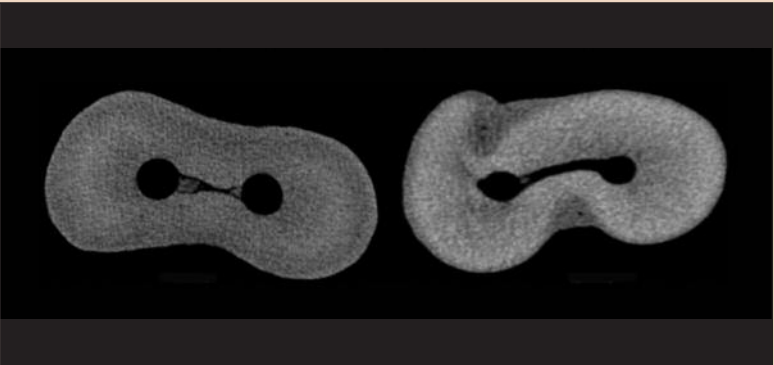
Микротомограмма слева демонстрирует скопление стружки в области перешейка после препарирования с помощью машинного файла реципрочного движения. На томограмме справа представлена анатомически сходная система корневых каналов после препарирования с помощью инструмента XP-3D Shaper. Результатом аккумуляции дентинной стружки часто становится повышение сопротивления в канале, способное привести к перелому корня.
